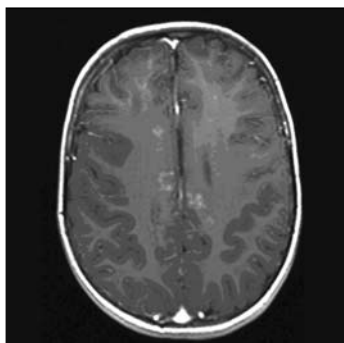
Resonancia magnética con contraste. Lesiones desmielinizantes subcorticales y en ganglios basales.
